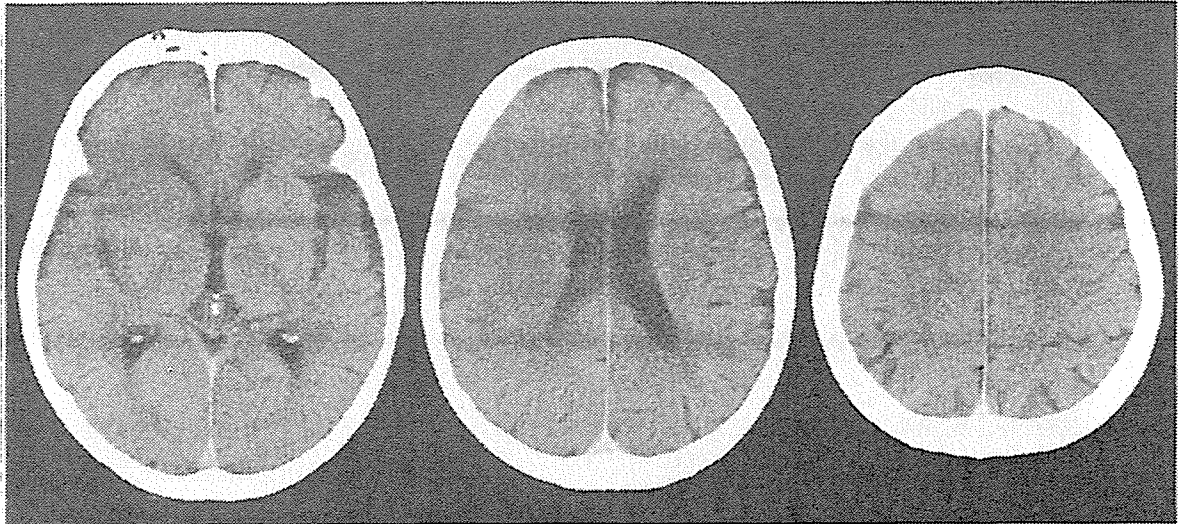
70 歳、男性：右脳梗塞(内頸動脈閉塞症、心原性脳塞栓症)の発症から 3 時間後の CT 右レンズ核陰影の前半部の消失や不明瞭化、シルビウス裂の狭小化、中大脳動脈皮質枝領域の皮髄境界および脳溝の不明瞭化など、early ischemic sign が認められる。
